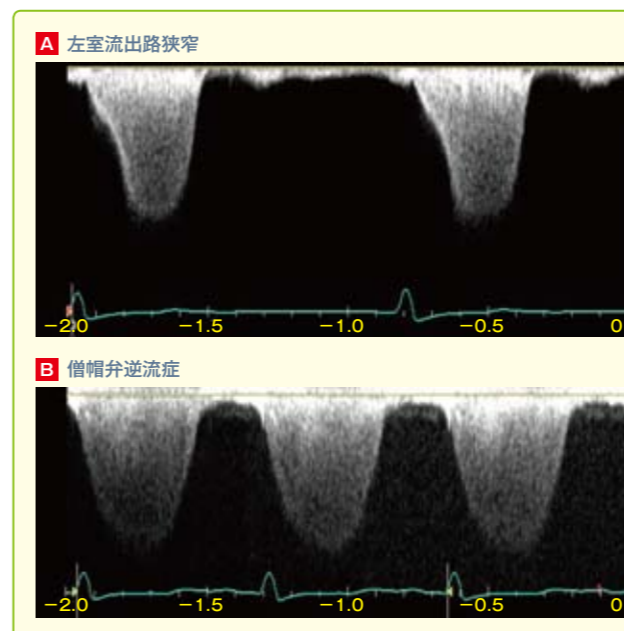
左室流出路狭窄と僧帽弁逆流症の連続波ドプラ心エコー図
